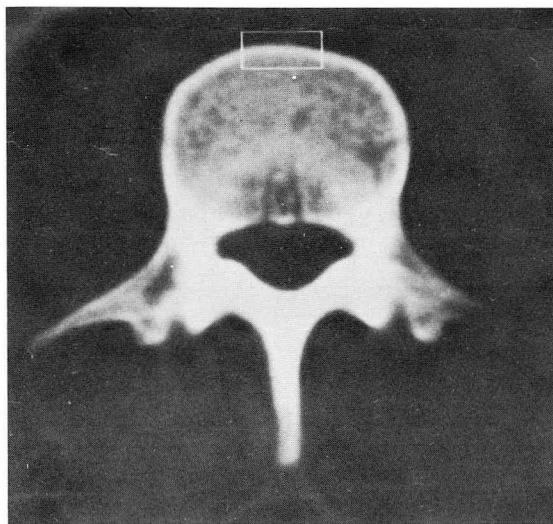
CT scan through the mid-portion of L3. White line of rectangular form delineates the area of cortical bone of the anterior portion of vertebral body. This is the area used for measurement.
